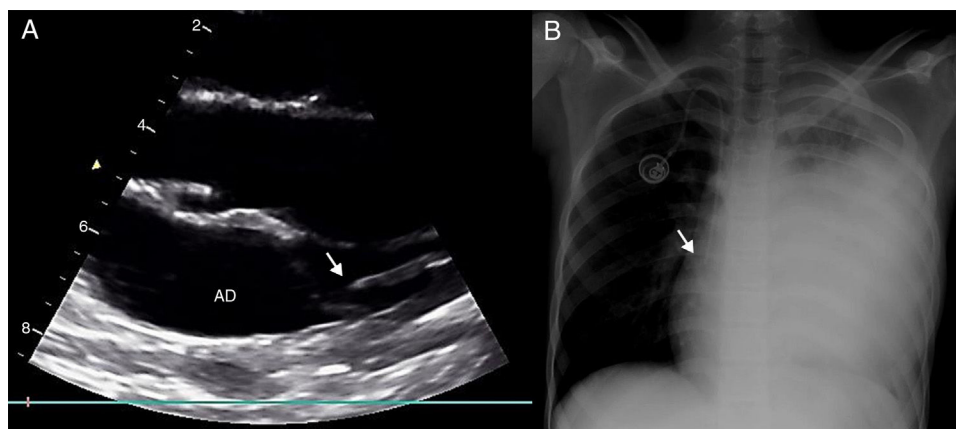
Posición del catéter en la unión cavo-auricular. A) Imagen desde plano paraesternal modificado de la vena cava superior. El catéter se encuentra en la parte superior de la aurícula derecha (AD) en la unión cavo-auricular. Para obtener el eje paraesternal modificado, partiendo de un eje largo paraesternal estándar se coloca el transductor paralelo al esternón y se inclina hacia la derecha del paciente hasta visualizar la cava superior. B) Radiografía simple del mismo paciente que muestra el posicionamiento correcto del catéter.
